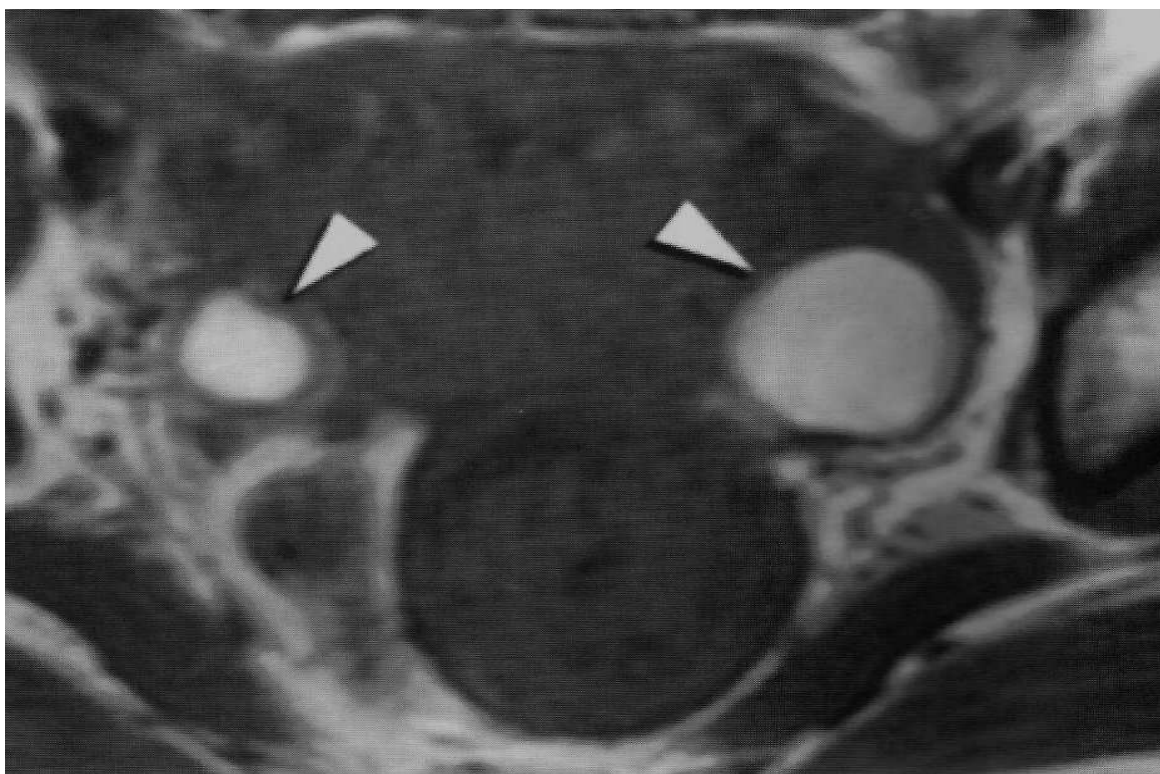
Ressonância Magnética – Endometrioma ovariano bilateral (setas). (Fonte: Abrão, 2000).
